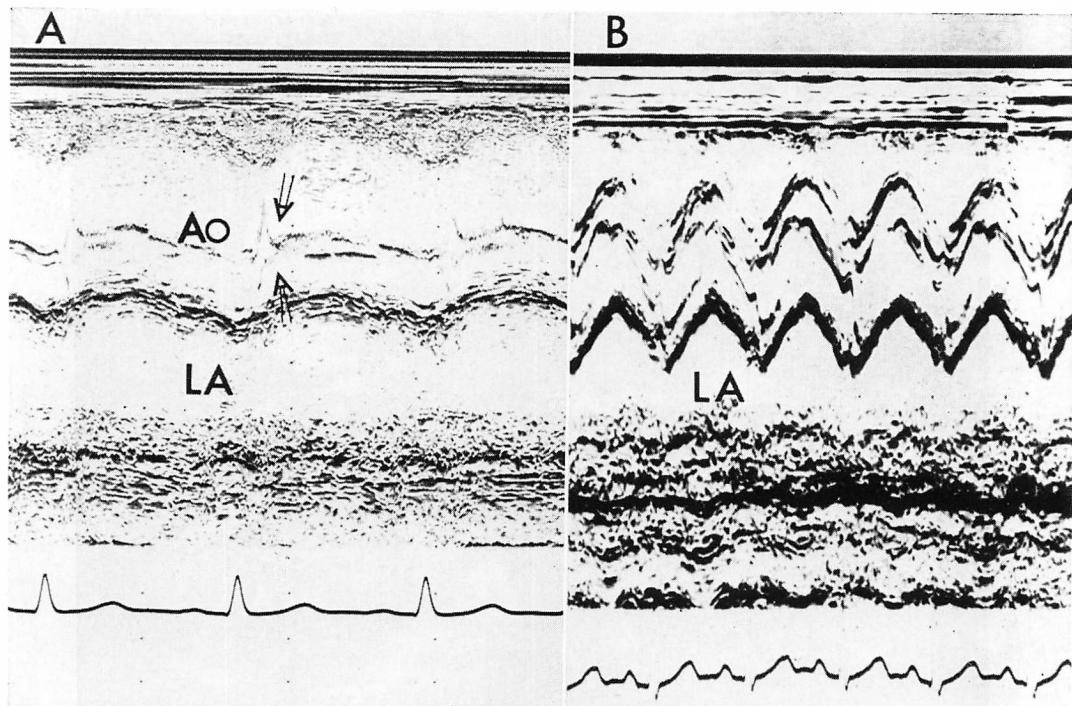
M-mode echocardiographic study of the aortic valve from patients with DSS.
